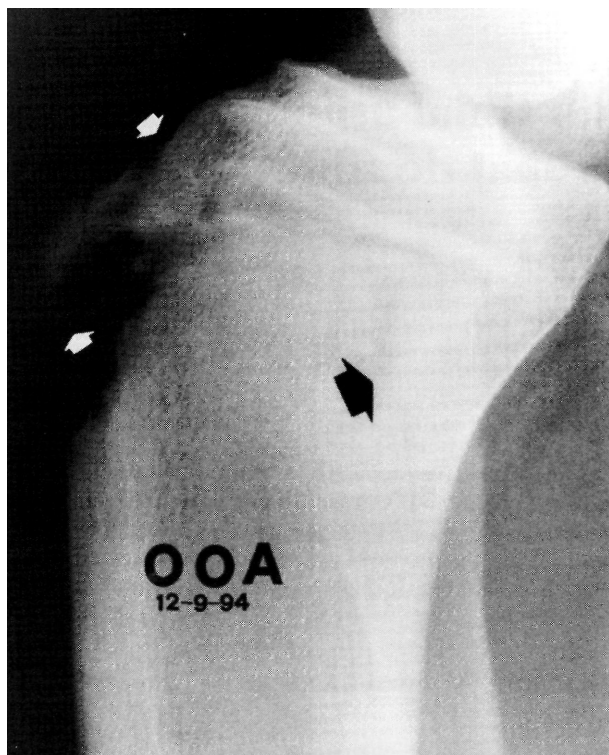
Radiografía lateral de rodilla.
